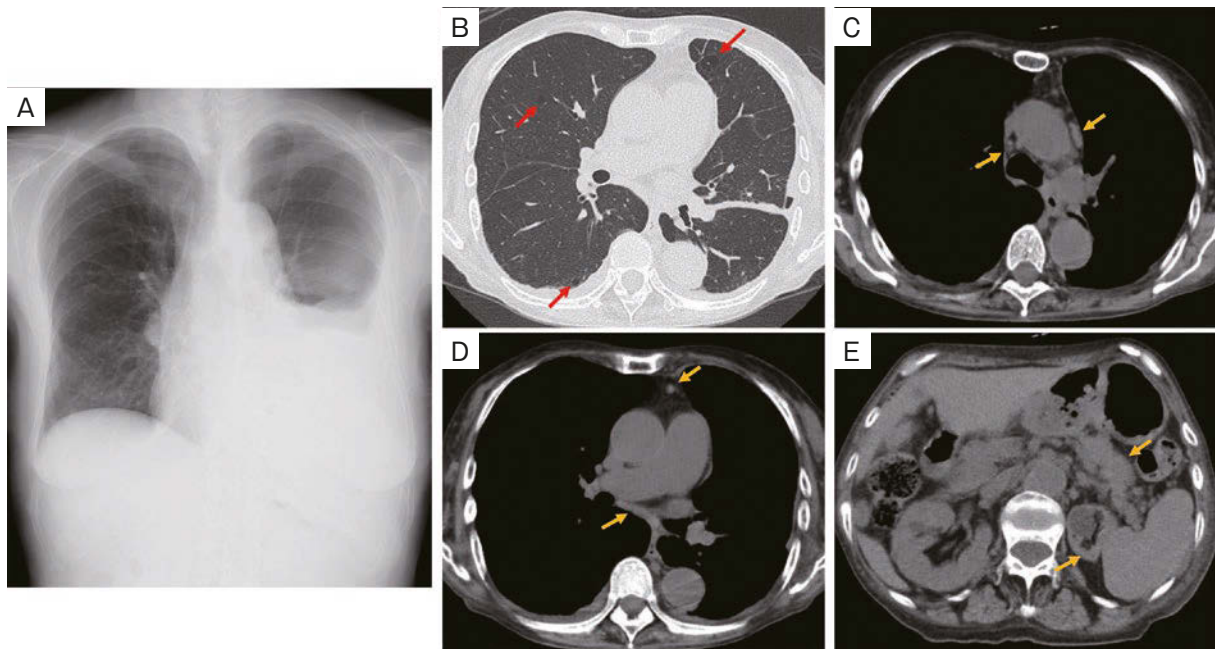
Imaging findings. (A) Chest radiography shows pleural effusion in the left thoracic cavity. (B-E) Computed tomography (CT) of the chest and abdominal findings. (B) Multiple thin wall cysts and left pleural effusion (red arrows). No thickening of bronchial vascular bundles or interlobular septa. (C, D) Multiple mediastinal lymph nodes (yellow arrows). (E) Normal-sized pancreas and left kidney atrophy (yellow arrows).
